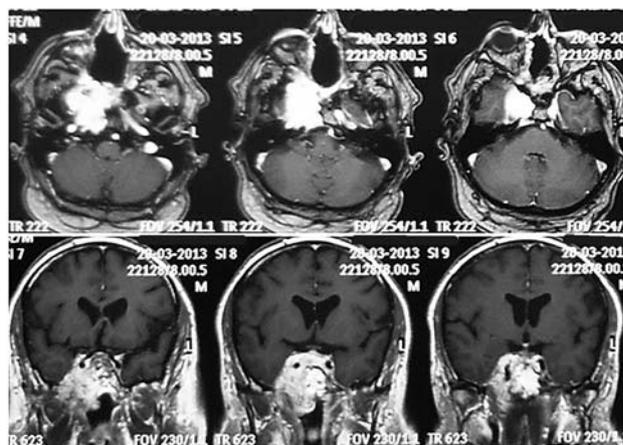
Пациент Р., 61 год, и. б. №952-13. МРТ в коронарной и аксиальной плоскости с контрастированием до операции
